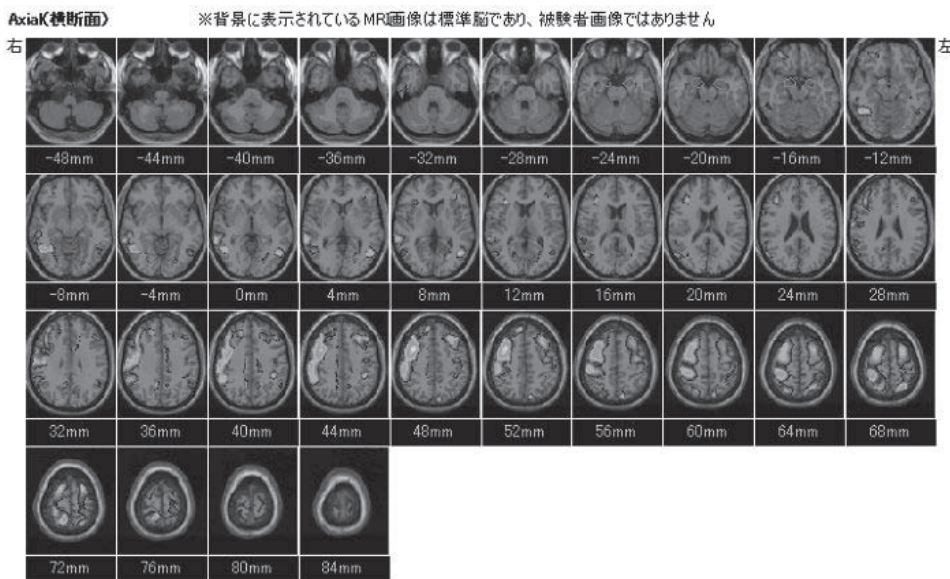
若年性AD(40代) Z値=0。側頭葉、頭頂葉の萎縮はVSRADでも明らかでSPECT統計画像でも確認済。運動機能障害も認められる。
